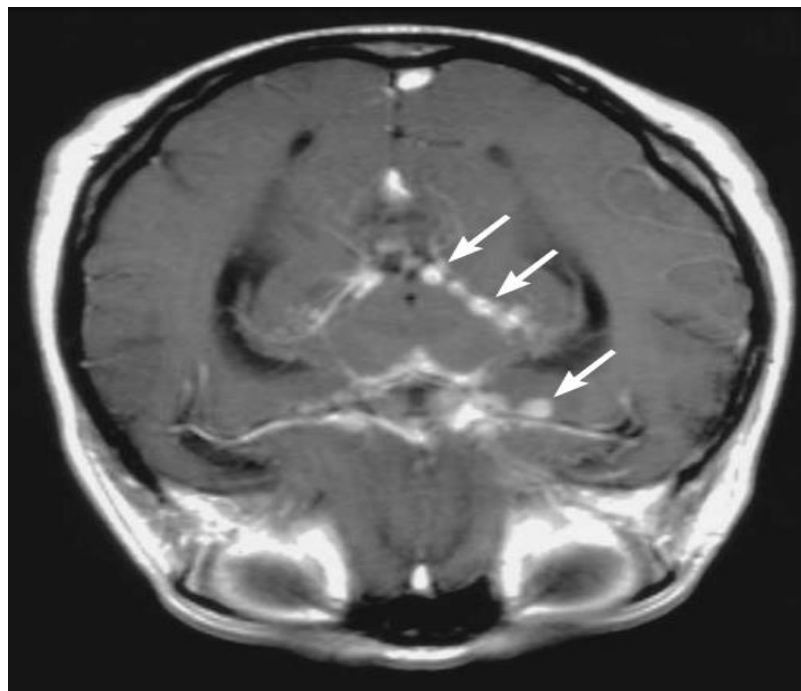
Resonancia magnética (RM) cerebral en T1 con contraste donde se evidencia realce nodular en las meninges basales (flechas), presumiblemente debido a la inflamación. (Adaptado de Viallard J-F, Blanco P. Tuberculous Meningitis. N Engl J Med 1999; 341:1197).
